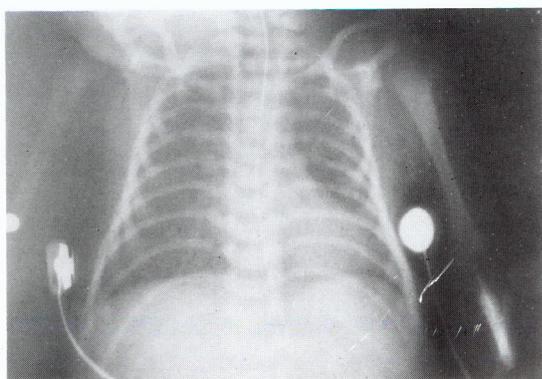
Radiografia de tórax normal.
